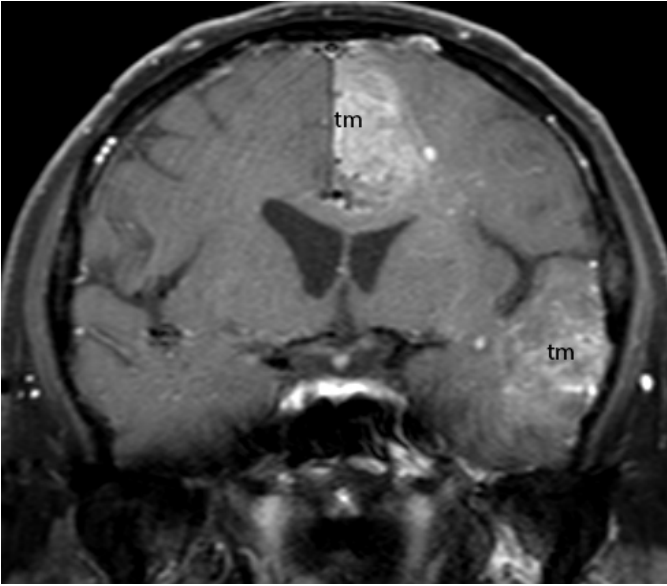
T1 ağırlıklı axiyel manyetik rezonans görüntülemelerde sol sol frontal lop (a) ve sol temporal lop (b) içerisinde yerleşik glioblastomun normal beyin dokusundan daha hipointens olarak görüntüsü bu resimde görünmektedir (tm: tümör)
